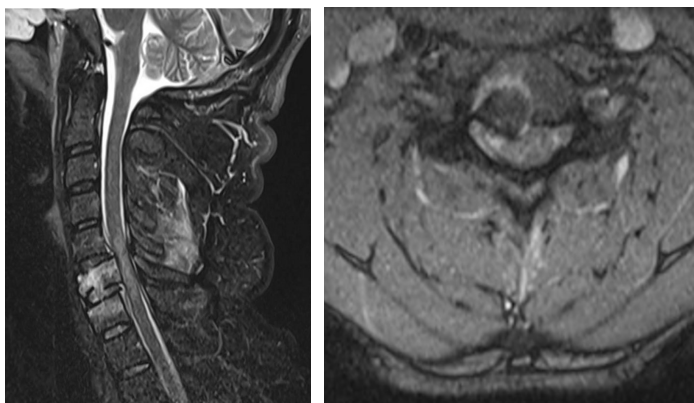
RMN CERVICAL- SECUENCIA T2 STIR. Signos de mielomalacia de C5-C7.
